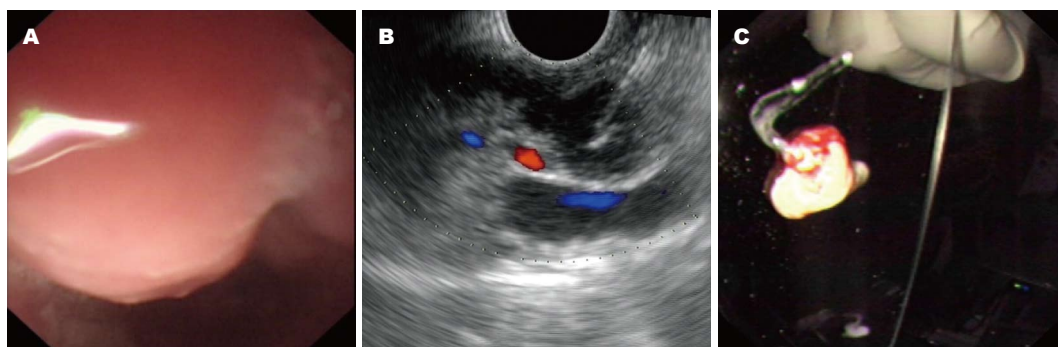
本组第3例患者内镜与EUS-FNA图像。A: 食管距门齿31 cm见柱状隆起, 表面光滑; B: 超声内镜示食管病灶处壁外见3处低回声团块, 内部回声欠均, 侵及食管壁, 于1.4 cm × 1.2 cm病灶处行EUS+FNA; C: 以5 mL负压, 穿刺标本呈干酪样坏死物。EUS-FNA: 超声内镜及引导下的细针穿刺。
